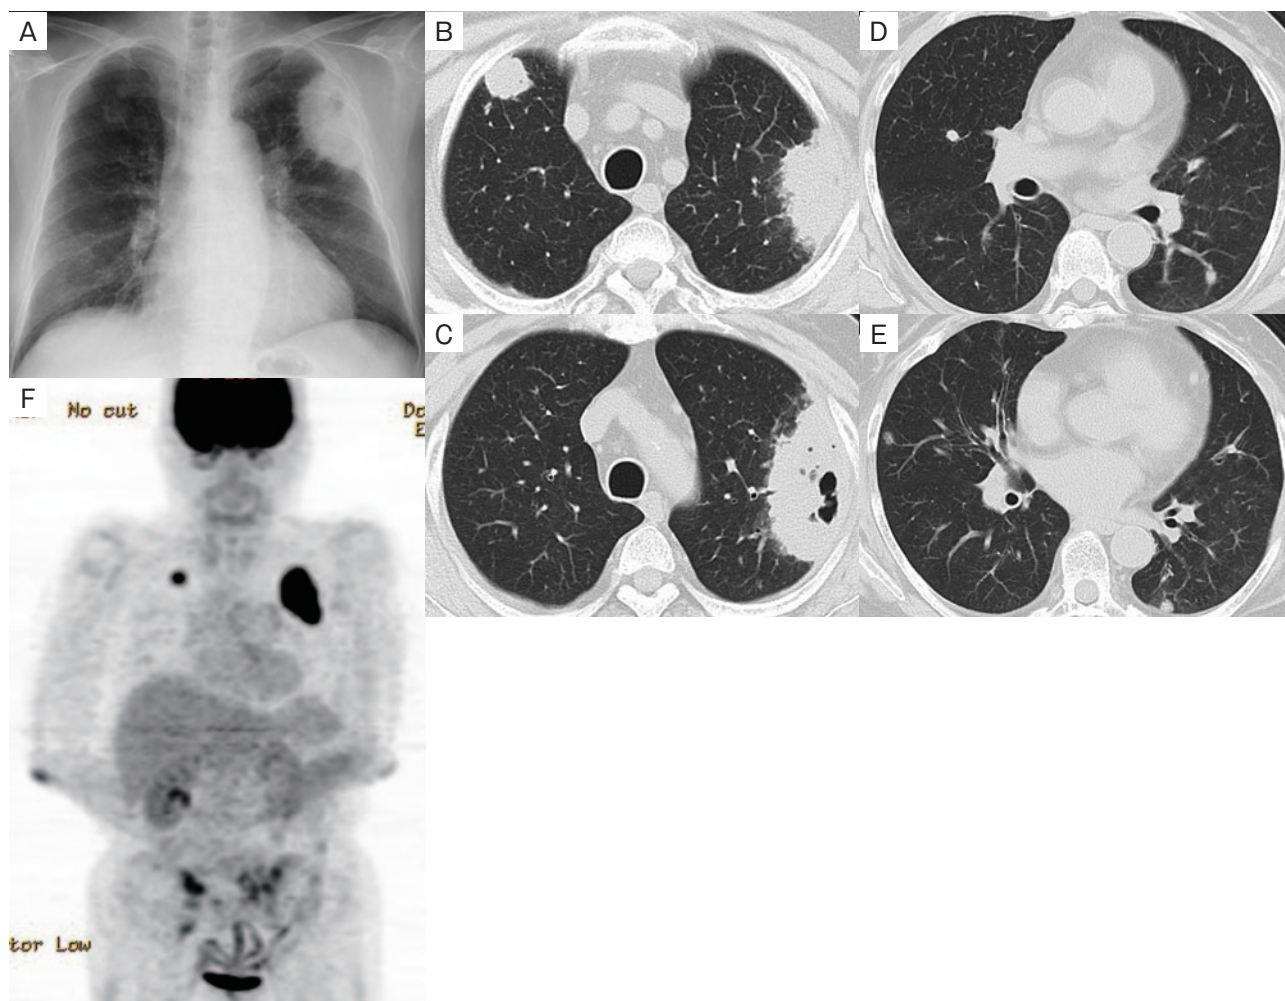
入院時画像所見。(A) 胸部単純X線では、左上肺野に空洞を有する9cm大の腫瘤影と両肺野に結節影の多発を認めた。(B~E) 胸部~骨盤CTでは、左S³に辺縁不整で空洞を有する9.2cm大の腫瘤影、右S¹に辺縁不整の2.0cmの結節影、両肺野に小結節影の多発を認めた。(F) ¹⁸F-fluorodeoxyglucose (FDG) PET/CTでは、左S³の腫瘤影に早期相でmaximum standardized uptake value (SUVmax)が11.3、後期相でSUVmaxが13.0のFDG異常集積を認めた。右S¹の結節影と両肺野の小結節影にもFDG異常集積を認めた。
